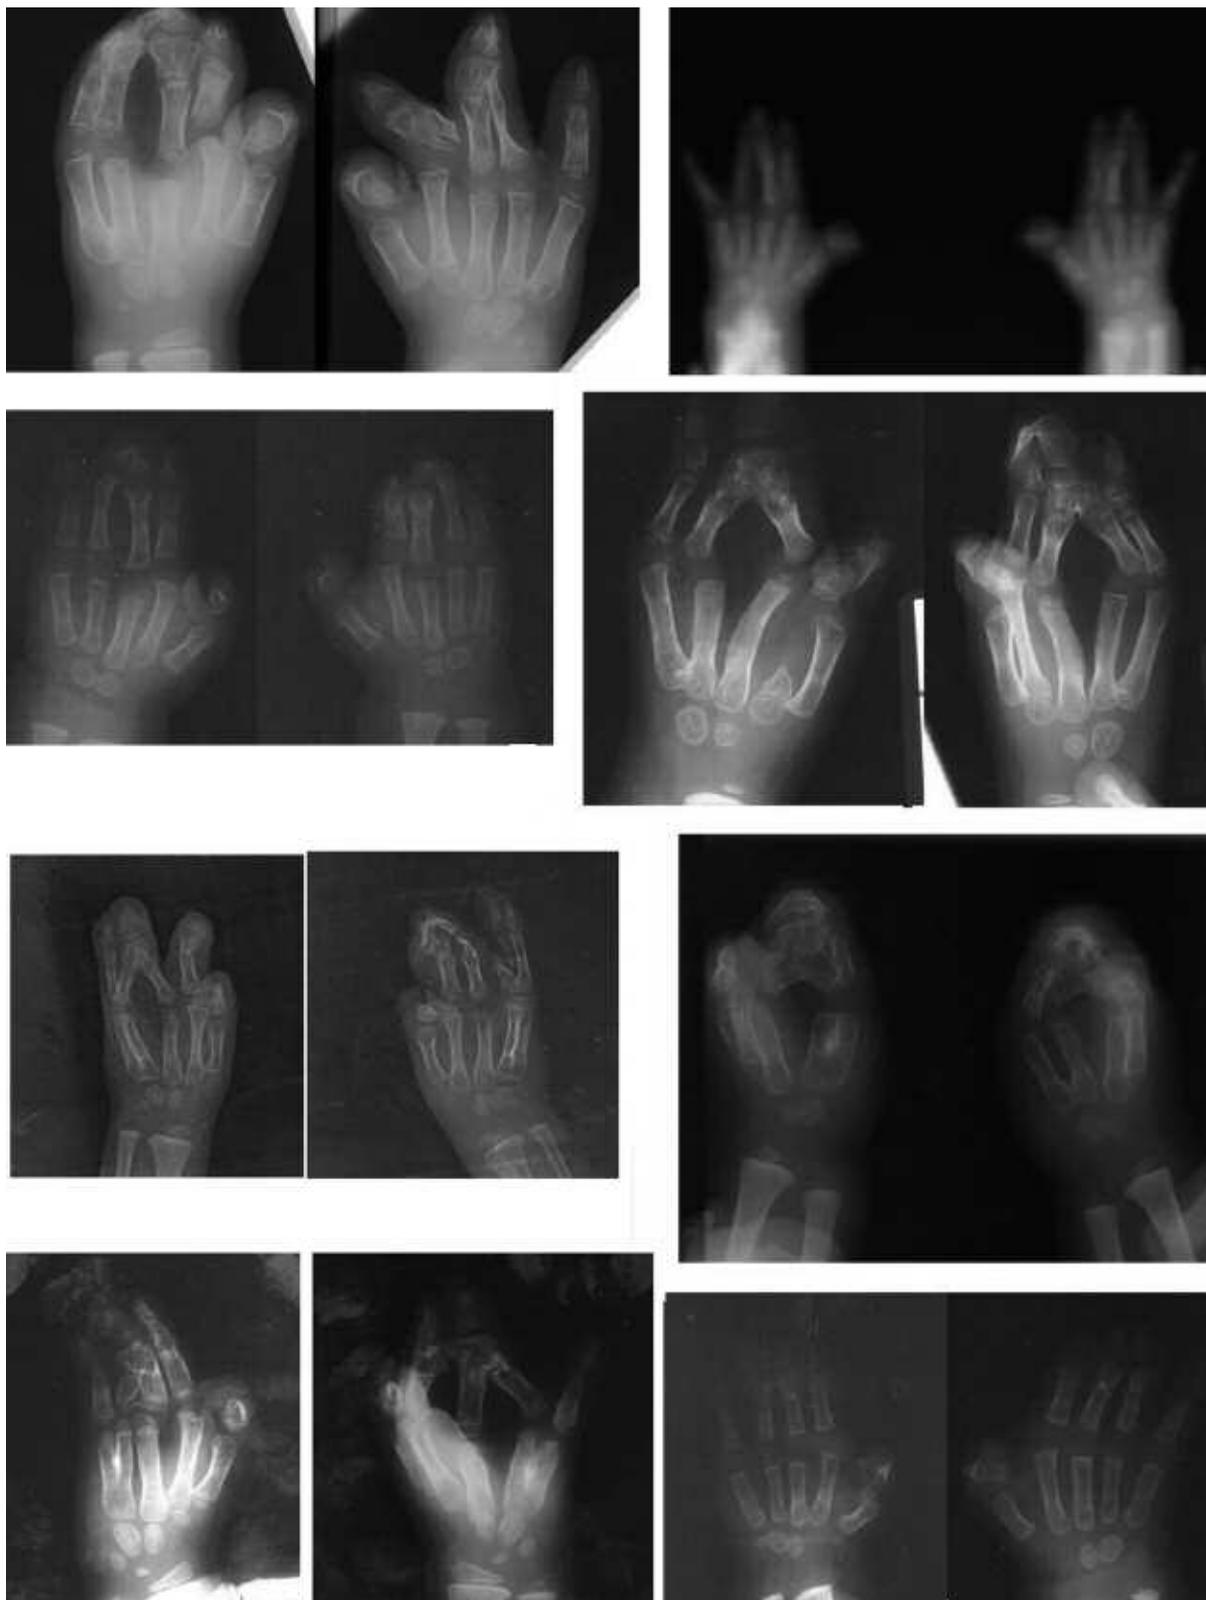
L'esame radiografico evidenzia la estrema eterogeneità morfologica delle mani operate.
